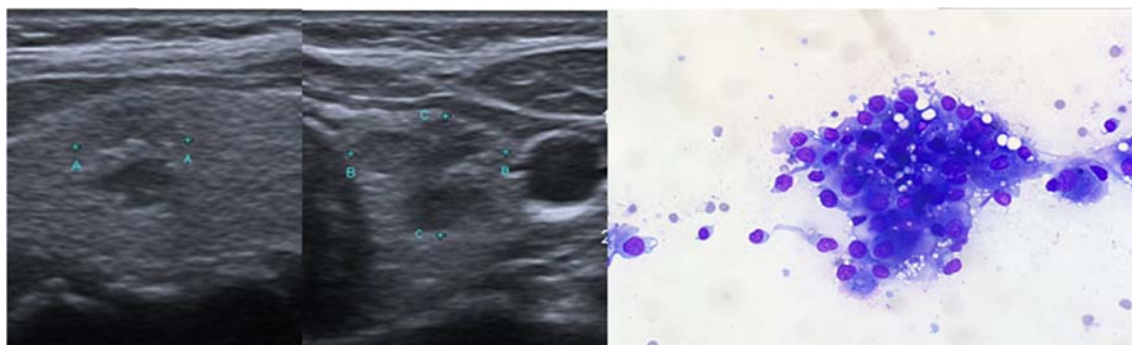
Correlação da ultrassonografia e citologia para nódulo TR5. (a) Plano longitudinal (a) e transversal (b) de ultrassonografia modo B, evidenciando nódulo sólido, hipoeecogênico, largo, de margens mal definidas, com focos ecogênicos (ACR TI-RADS 5). Resultado citológico (c): Citologia suspeita para carcinoma papilífero (Bethesda V). Panótico, 20x.
